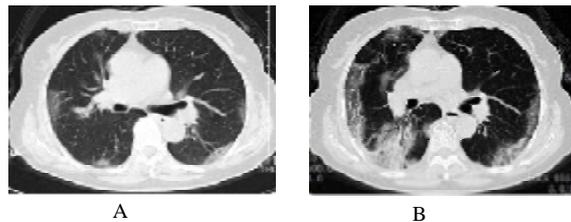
患者女,70岁。A:发热3d,初诊胸部CT影像示两肺中下肺部胸膜下多发斑片状GGO B:病程第7天胸部CT复查,相同层面显示两肺病灶范围较前明显增大,呈融合的大片状GGO,部分呈较淡的实变影,内见支气管充气征
